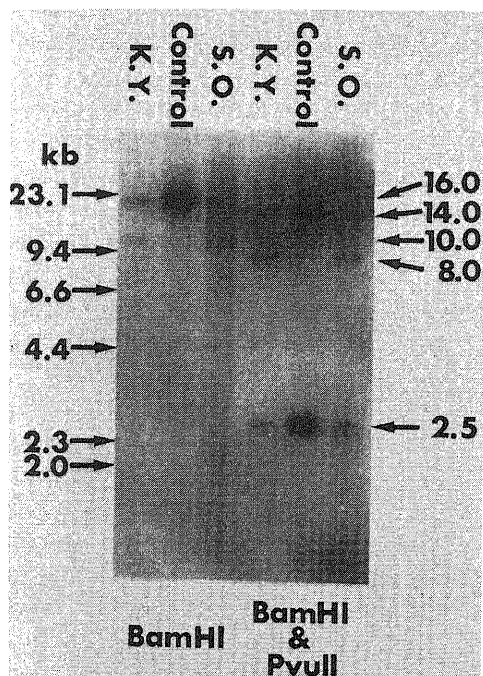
Detection of an abnormal fragment of LDL receptor gene with a 6 kilobase deletion. Autoradiograph after BamH I digestion and BamH I-Pvu II double digestion hybridized with pLDLR-2HHI. With BamH I, K.Y. and S.O. have abnormal fragment approximately 10.0 kb length. After BamH I-Pvu II double digestion, the difference in fragment size between the abnormal fragment (8.0 kb) and the normal one (14.0 kb), 6 kb, is also identified same as after BamH I digestion. The fragment sizes indicated at the left side of the autoradiograph are derived from Hind III digested λ DNA fragments.
